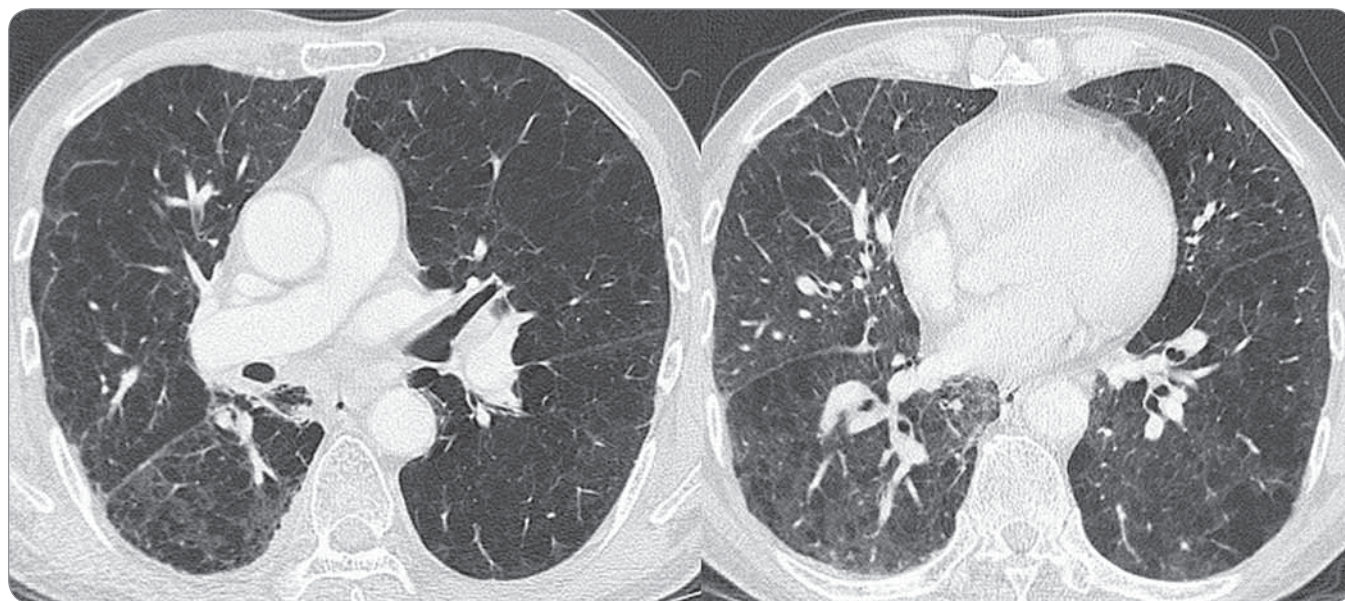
Chest CT scan taken at 6 weeks after the re-administration of pembrolizumab (130 weeks from the initiation of the first pembrolizumab treatment) showed ground glass opacities in both lungs, including those outside the irradiation field.
